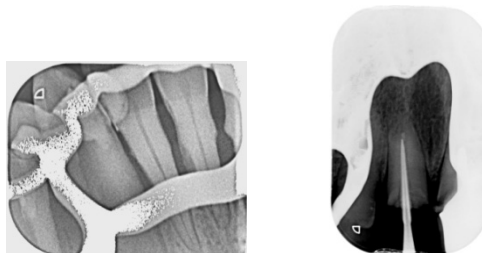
Radiographies avec prothèse amovible à infrastructure métallique laissée en bouche (Service d'Odontologie, CHRU Nancy)
